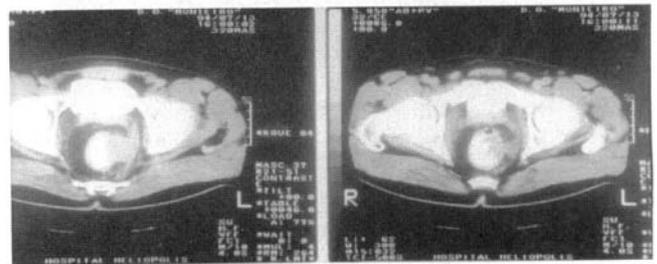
CT pelve -borramento e falha de enchimento em hemi-circunferência esquerda do reto distal e canal anal
